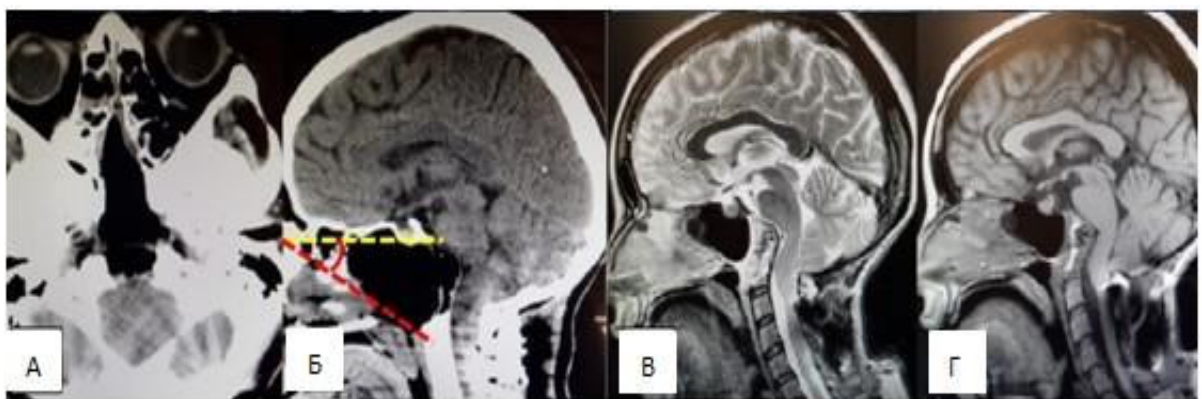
Нейровизуализационные исследования пациентки С. После операции. А – КТ головы в аксиальной проекции на 1 сутки после операции; Б – КТ головы в сагиттальной проекции. Определяется полная декомпрессия стволовых структур, тотальное удаление зубовидного отростка. Желтый пунктир – назокливальная линия. Красный пунктир – назопалатинная линия; В - МРТ головы в Т2 режиме в сагиттальной проекции; Г - МРТ головы в Т1 режиме в сагиттальной проекции. Выявлены резервные пространства в области бывшей компрессии стволовых структур зубовидным отростком С2 позвонка.
